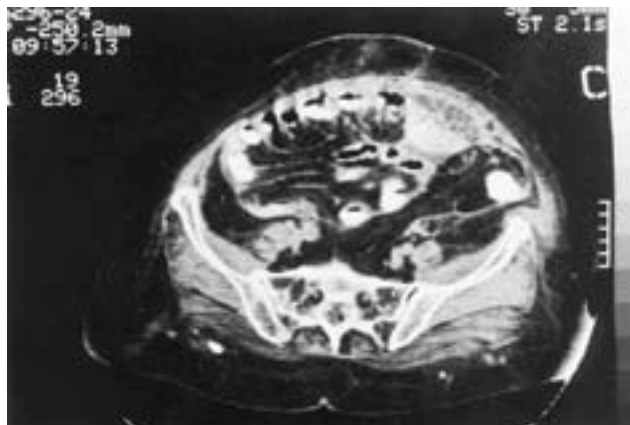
Tomografía computarizada abdominal. Engrosamiento de la raíz mesentérica, que muestra una imagen "en abanico", con desdibujamiento de los planos grasos peritoneales en región abdominal anterior.
